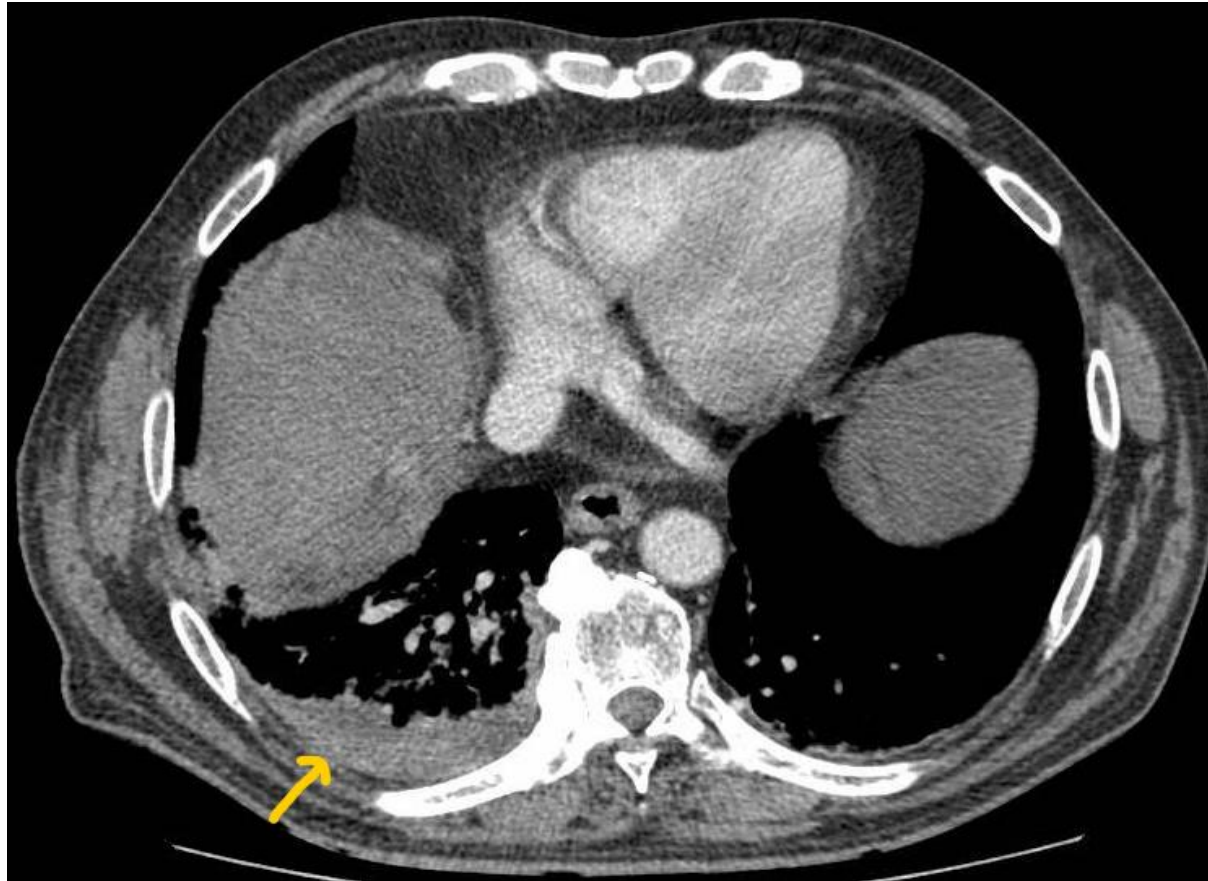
TC con contraste en fase venosa portal realizada 10 horas después de la ablación por radiofrecuencia debido a compromiso respiratorio. Se observa un derrame pleural reactivo en el hemitórax derecho (flecha amarilla).
